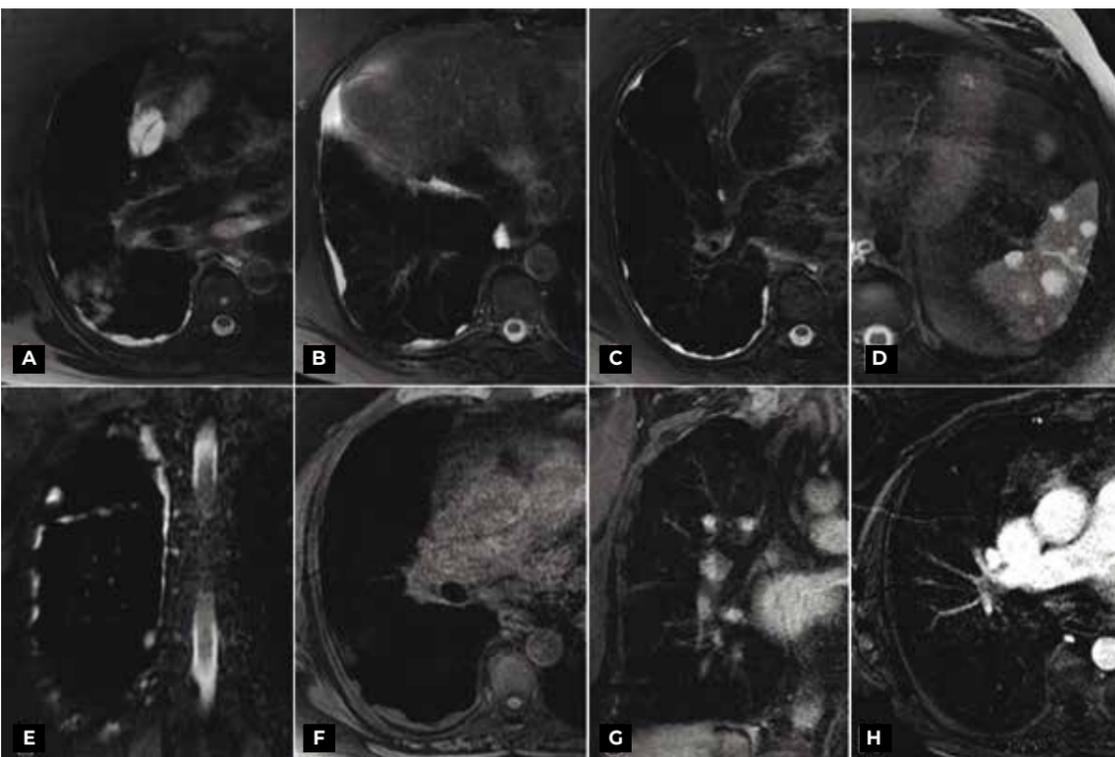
Imagens de ressonância magnética do tórax (A a D, axiais T2 FAT SAT, E, coronal T2 FAT SAT, F, T1 FAT SAT, G, T1 pós-contraste, H, subtração) evidenciam pequeno conteúdo líquido de aspecto loculado no espaço pleural à direita, mais evidente na região intrafissural, associada à discreta hipertrofia da gordura extrapleural deste lado, além de linfangiomas mediastinais e esplênicos, sem realce pós-contraste.
